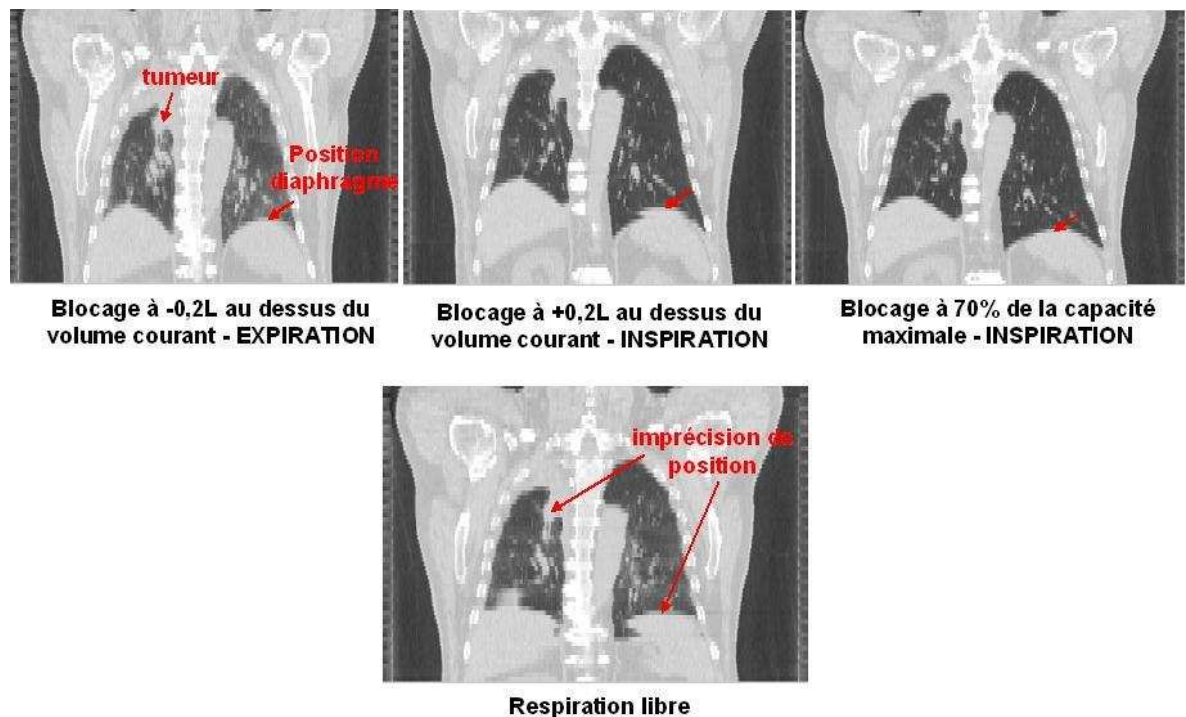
Coupes tomographiques coronales reconstruites, acquises avec et sans blocage respiratoire actif (ABC).
